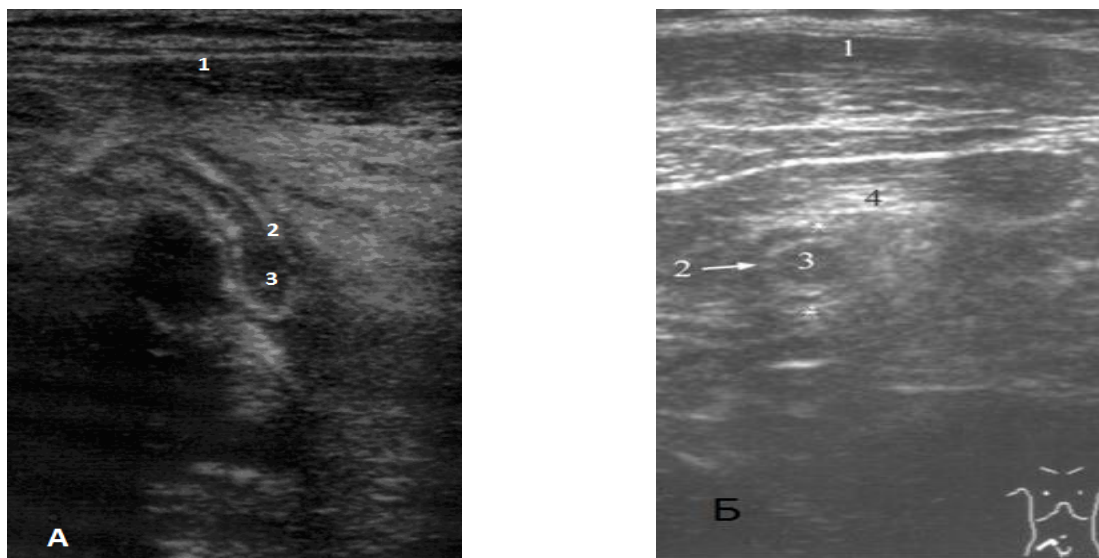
УЗИ органов брюшной полости при остром аппендиците (А – исследование отростка в прямой проекции, Б – исследование отростка в поперечном сечении). 1 – передняя брюшная стенка; 2 – утолщенная стенка аппендикулярного отростка; 3 – просвет аппендикулярного отростка, несжимаемый при дозированной компрессии передней брюшной стенки; 4 – свободная жидкость вокруг червеобразного отростка.*
